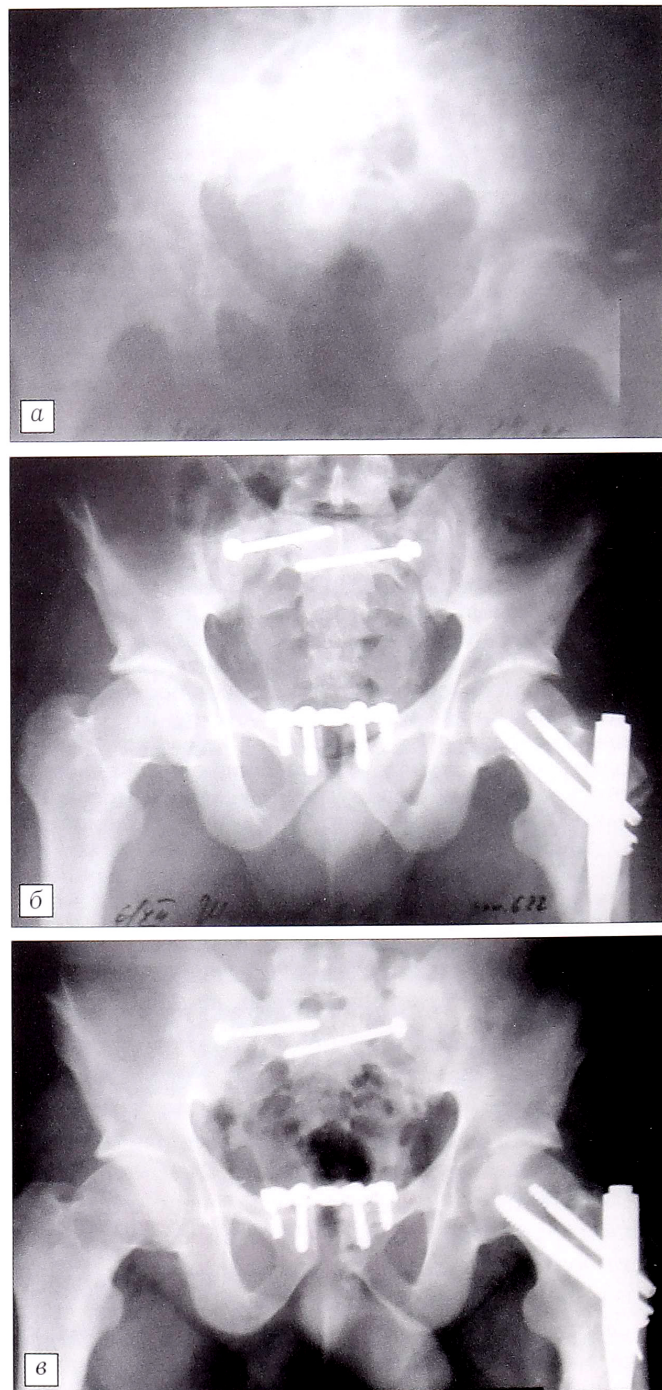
Рентгенограммы таза больного Ш.
